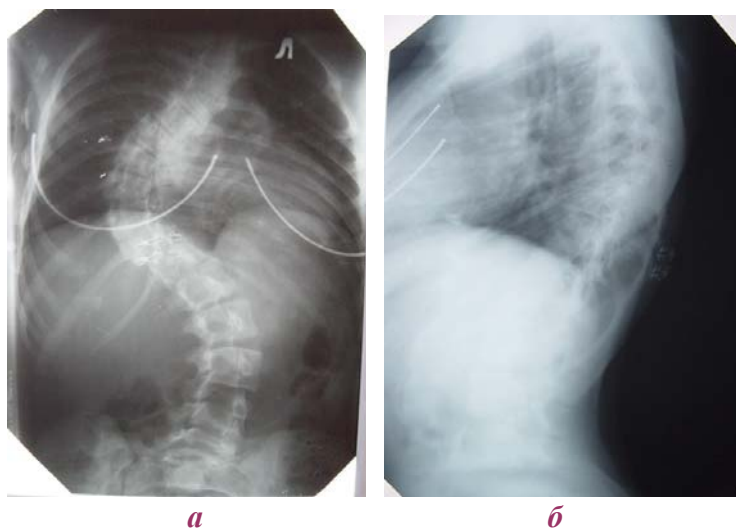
Рентгеновская картина до операции (а – прямая проекция; б – боковая проекция)
